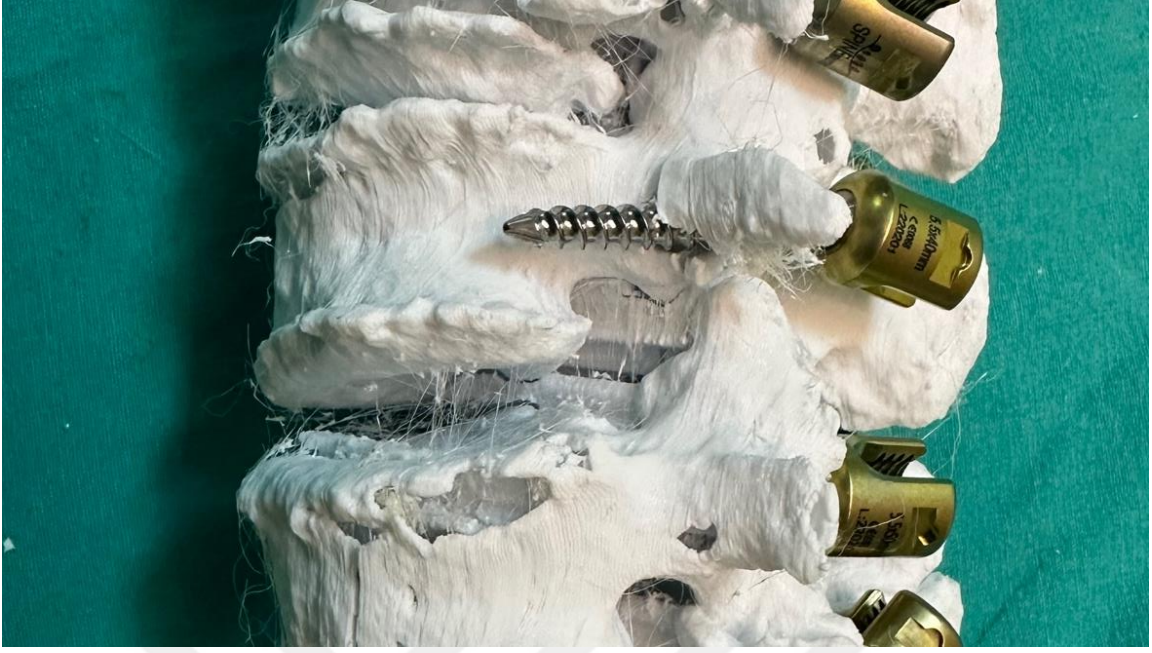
Seviye 1 penetrasyonunun A) Üç boyutlu model üzerinde B) BT kesitleri üzerindeki görünümü
